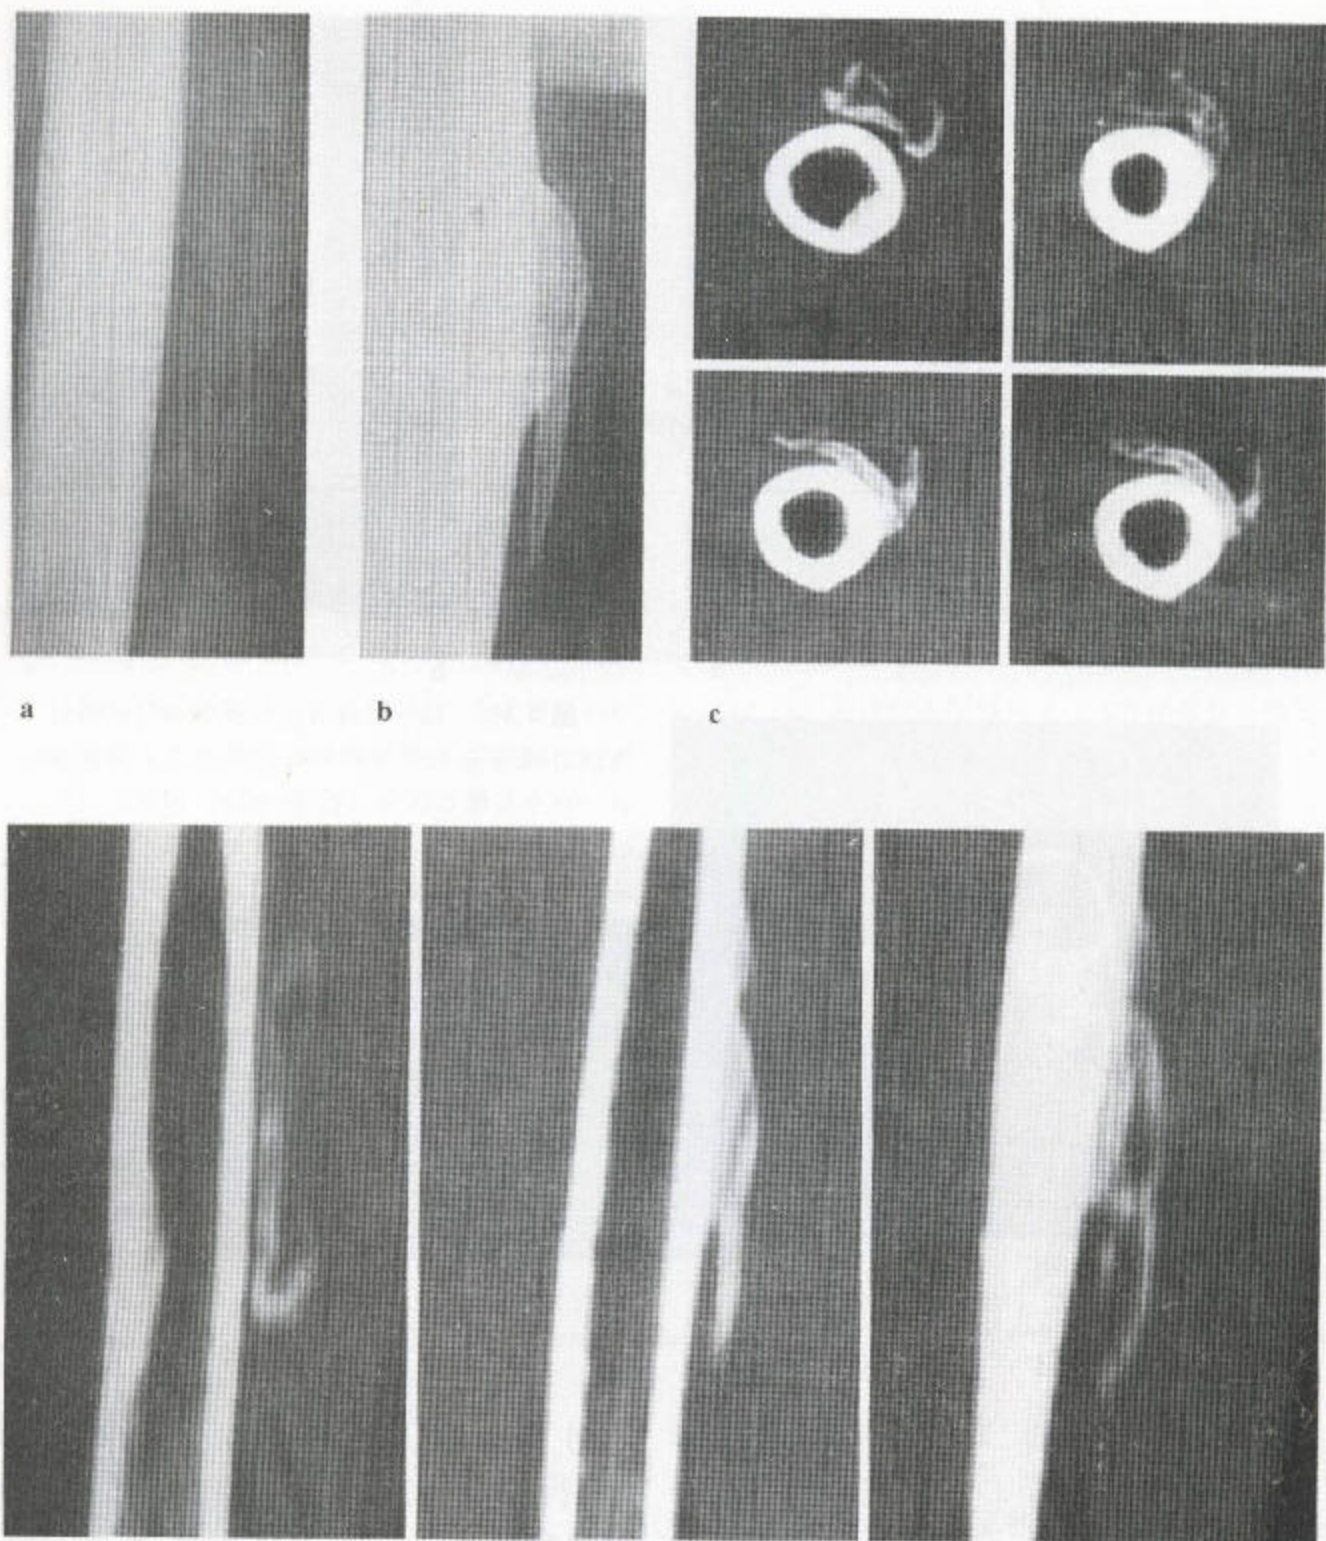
(a) 表现骨化性肌炎和骨膜外骨肉瘤之间理论上差异的划线。实际上，只根据这一点不易做出区分（仿 Resnick, 1995）。(b, c) 骨膜外骨肉瘤。最初平片显示出这一骨化性块状物，位于远端股骨干周围，在该肿瘤和皮质的前部有一层裂隙，而后部没有。(c) CT 扫描显示该病变有广泛性之本质，而且前有裂隙，而后部却没有。
